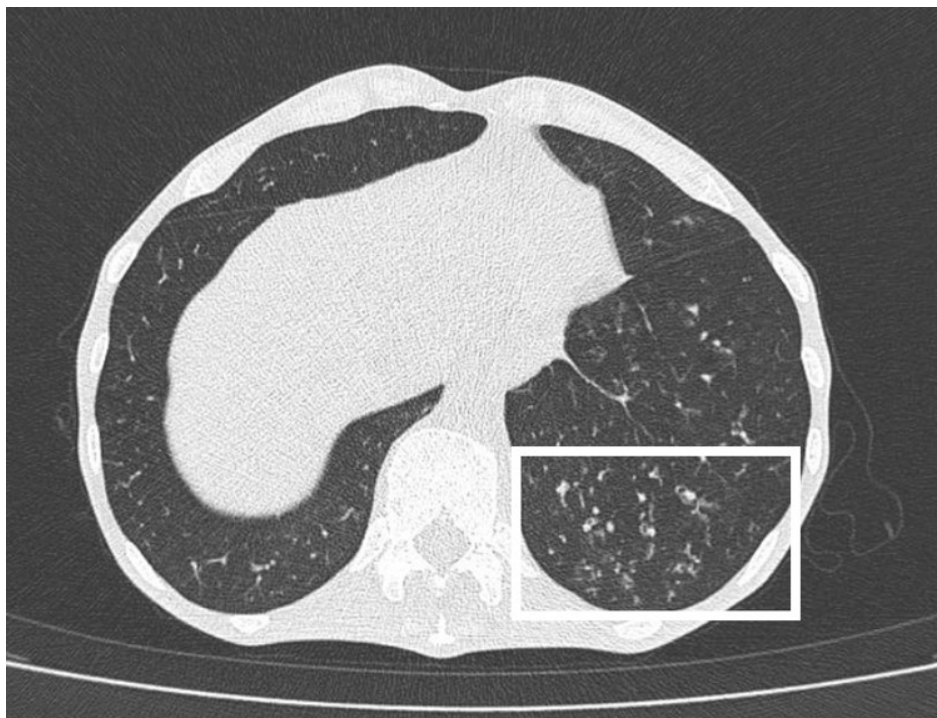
Chest computed tomography: tree-in-bud opacities and progressive consolidations in the lower lung zones
